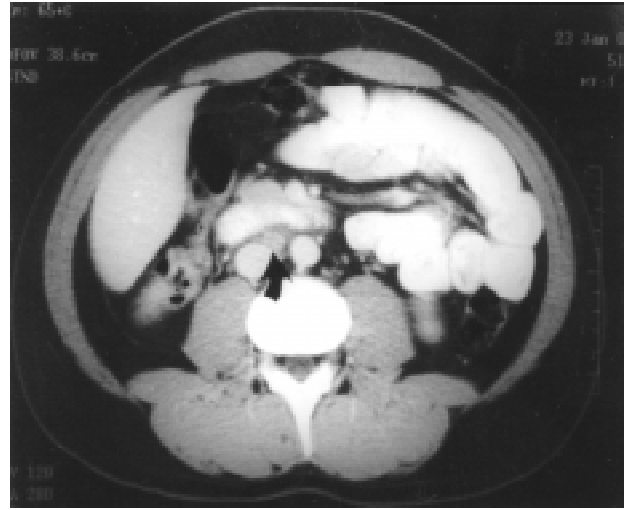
Computed tomography scan demonstrating a 2-cm residual retroperitoneal mass following 4 cycles of chemotherapy with bleomycin, etoposide and cisplatin.
